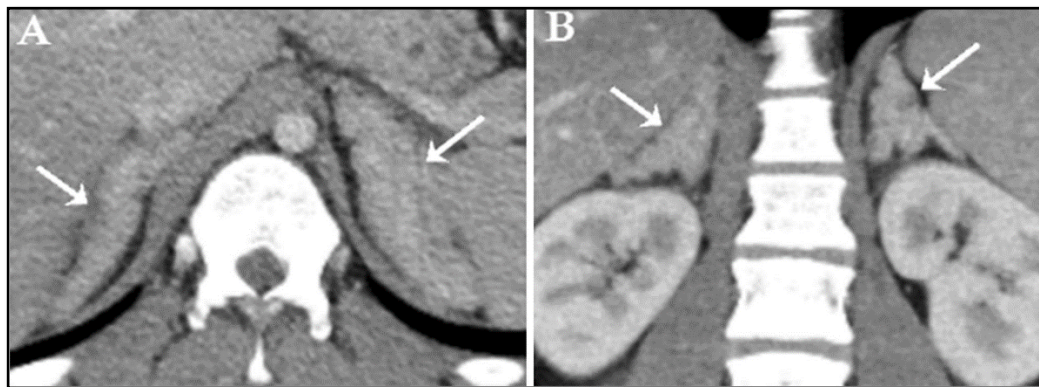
TDM d'hyperplasie surrénalienne bilatérale [41].
